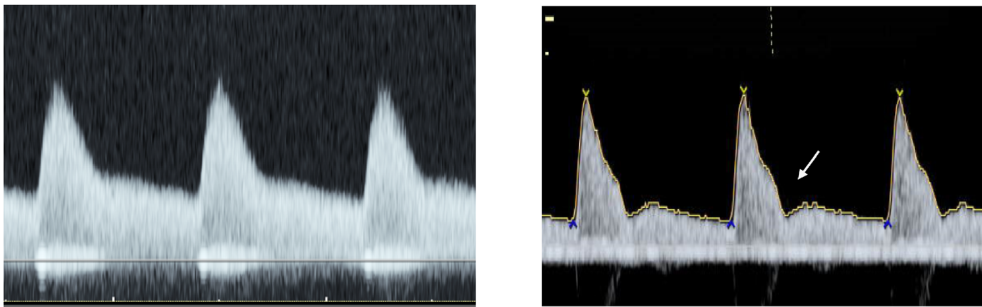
Uterine arteries Doppler waveform. (a) Normal diastolic flow. (b) Diastolic notch (arrow).
